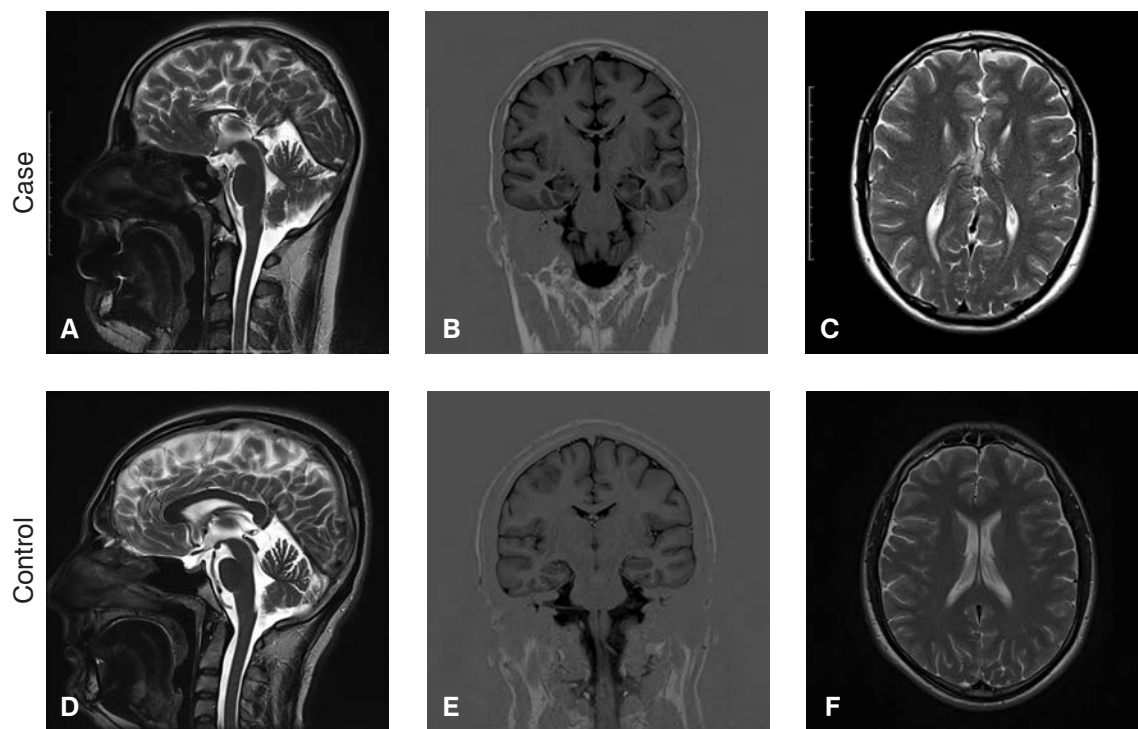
Brain MRI (T2WI) in patient with DCC (A, B, C) and control subject (D, E, F). Absence of the dorsal part of the truncus and the whole splenium of the corpus callosum (A), abnormal lateral ventricles – “steer-horn sign” (B), and parallel to each other lateral ventricles – “racing car sign” (C) in the patient with DCC. Normal corpus callosum (D), frontal horns (E), and lateral ventricles (F) in the healthy subject.
